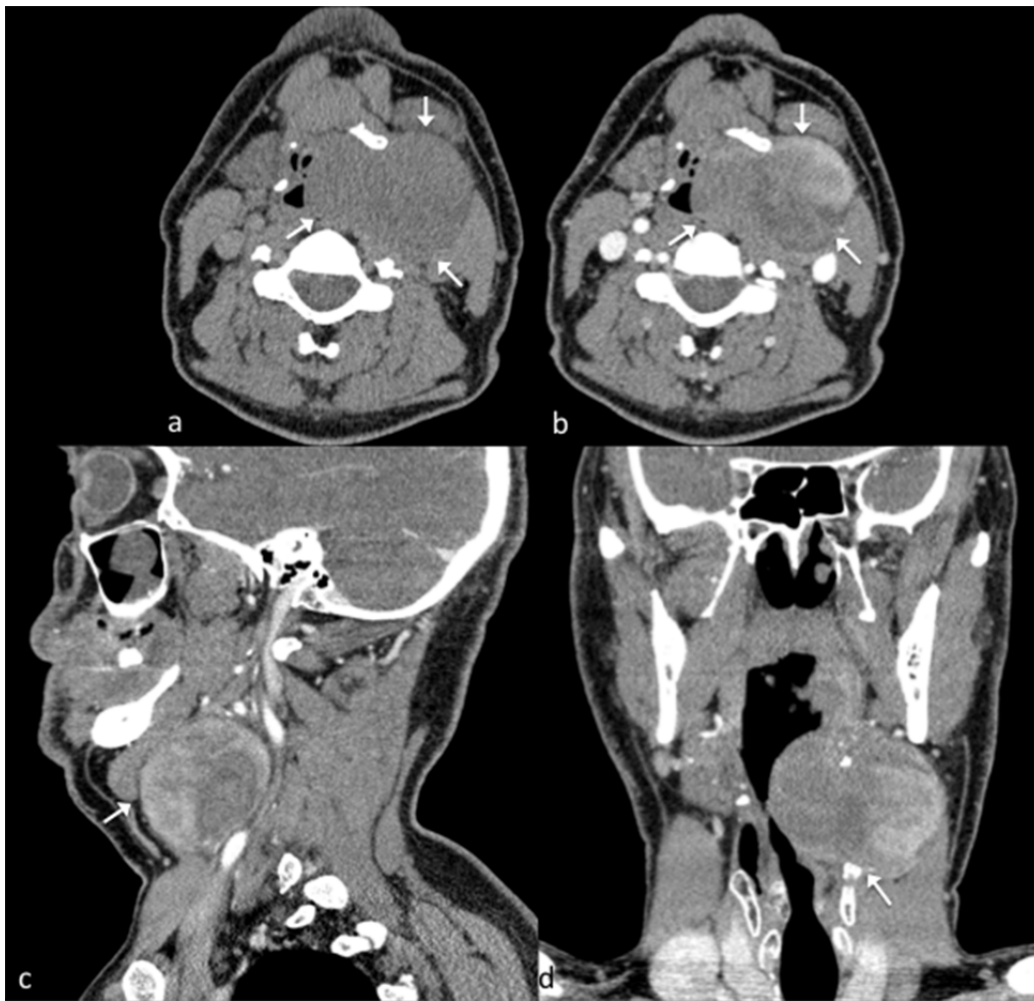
Synovial sarcoma of the jugulodigastric region visualized on (a) unenhanced and (b) enhanced axial, sagittal and coronal CT slices. The lesion, involving the left jugulodigastric region, is protruding into the larynx. It is located beneath the submandibular gland and above the thyroid cartilage. Some parts of the lesion show better contrast enhancing
